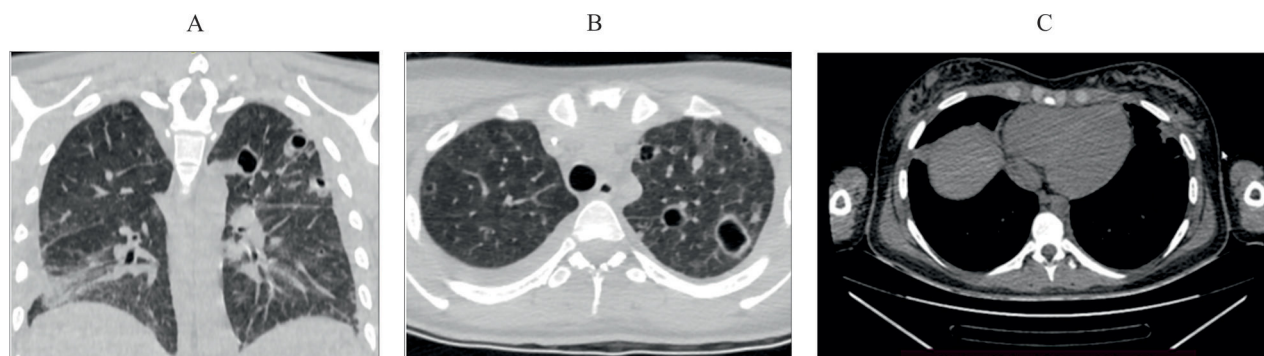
Компьютерная томография легких высокого разрешения:
